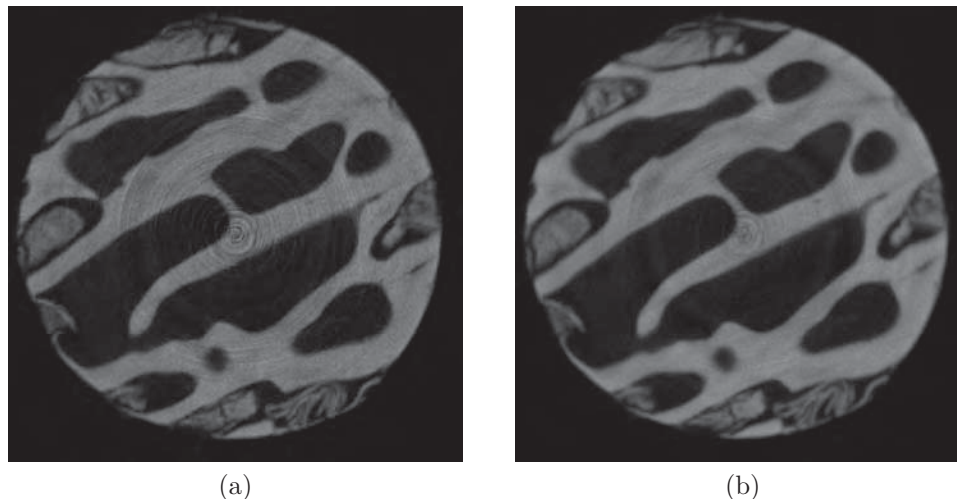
Influence de la résolution sur la qualité des images de tomographie d'un échantillon d'os sous-chondral d'un tibia canin. Les paramètres de reconstruction ont été conservés. (a) Pour une taille de voxels de $6\mu m$, le rapport signal/bruit est relativement élevé et les artéfacts en anneau sont bien visibles ; (b) Avec des voxels de $8\mu m$, le bruit et les artéfacts en anneau sont moins présents.
